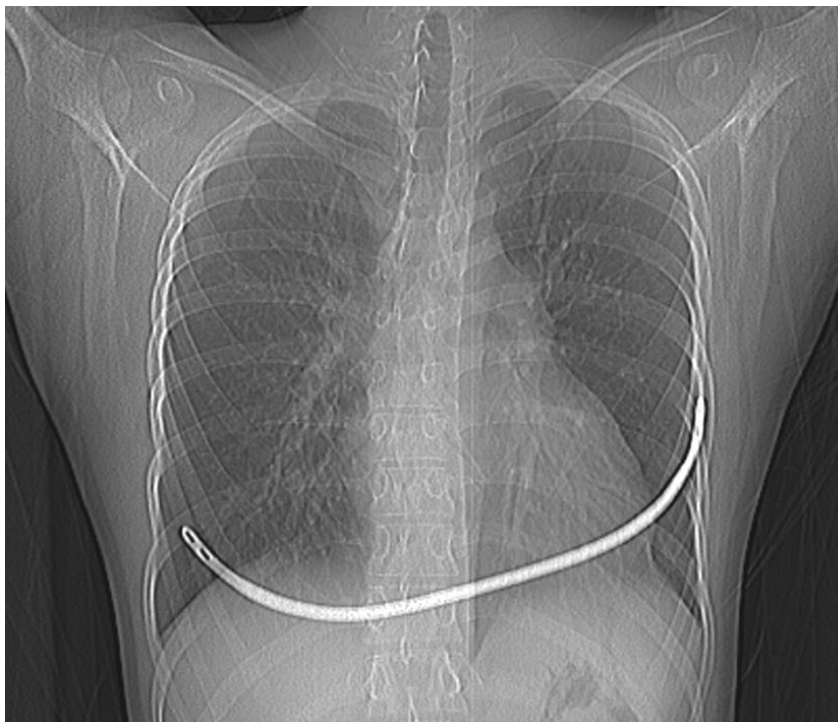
Рентгенологическое исследование органов грудной клетки перед выпиской. Смещение пластины
